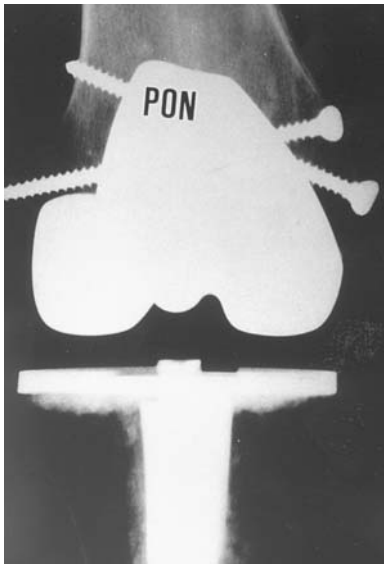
Fracture unicondylienne au cours de la mise en place d'une PTG. Ostéosynthèse par deux vis transversales. Radiographie de face.
